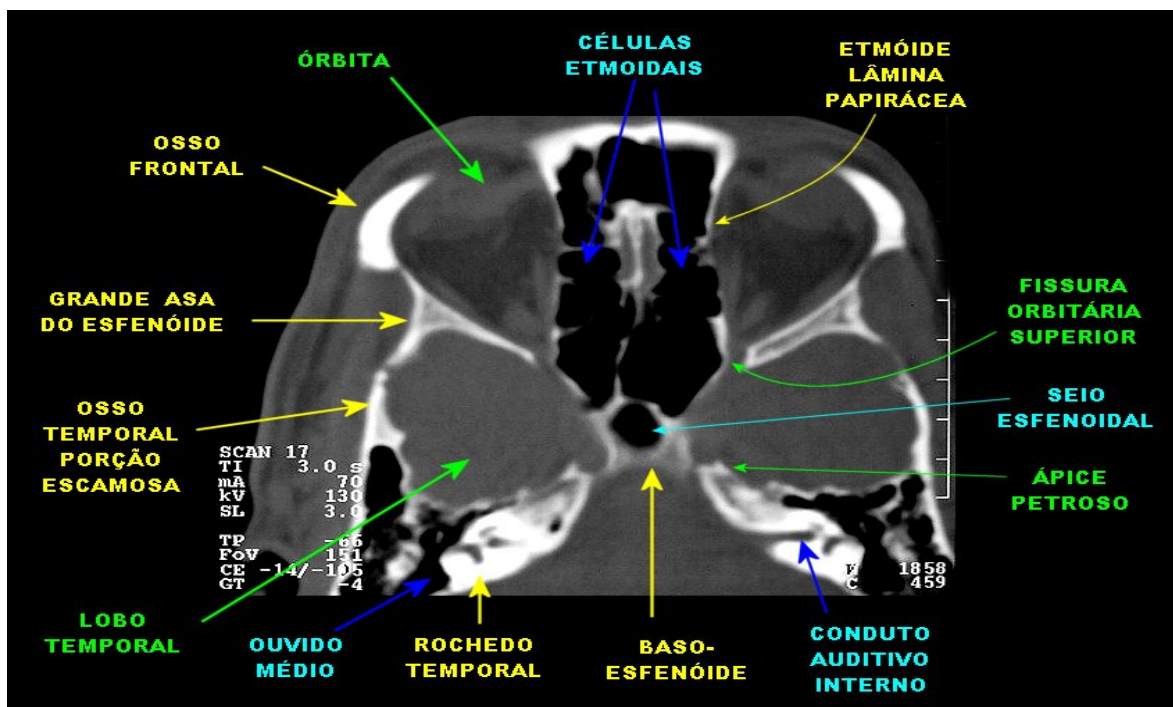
Tomografia computadorizada – relação entre órbita e células etmoidais.
